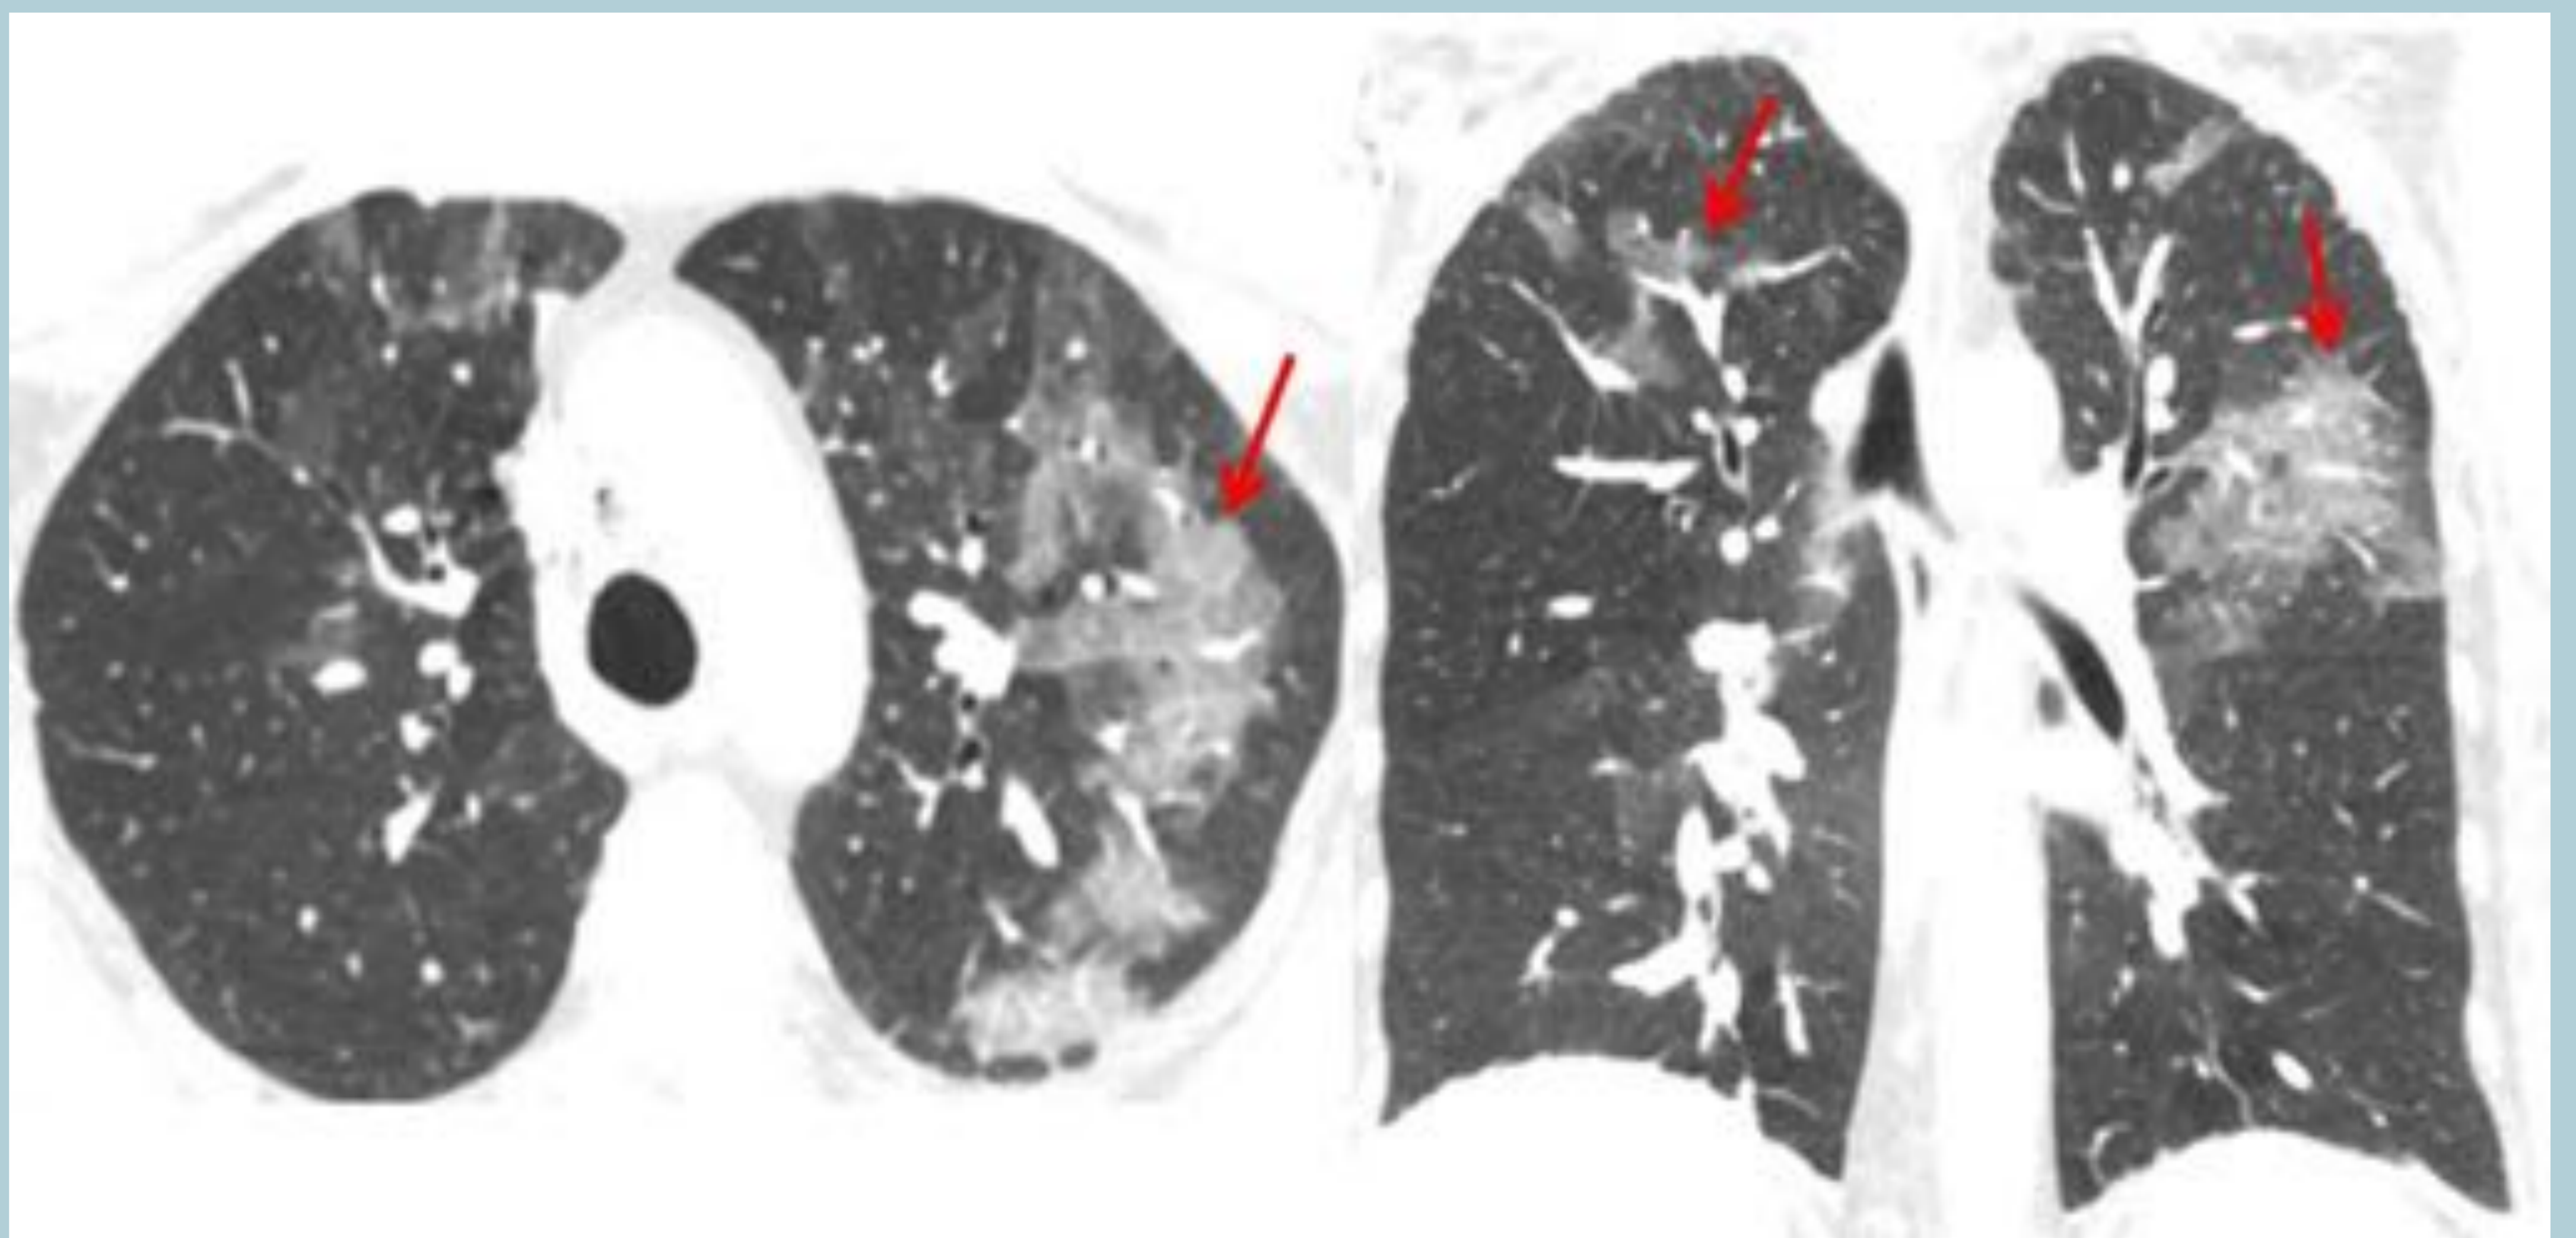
Imágenes axial y coronal de una TC de tórax de una paciente de 53 años con enfermedad de Ehlers Danlos, que ingresa por deterioro clínico severo, un cuadro de hiperreactividad bronquial y dolor torácico. Se observa una afectación pulmonar multifocal en vidrio deslustrado (flechas rojas) con predominio en el lóbulo superior izquierdo, sugestiva de hemorragia pulmonar y/o vasculitis pulmonar.
